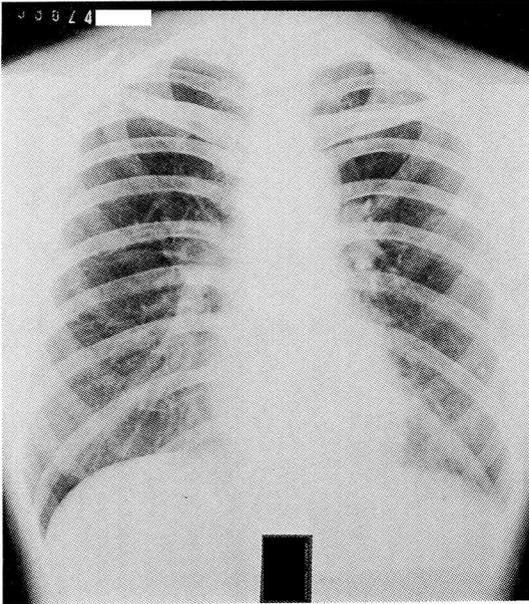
Chest X-ray film taken a month after admission, showing calcified nodular lesion and hilar lymph nodes in the left lung.
